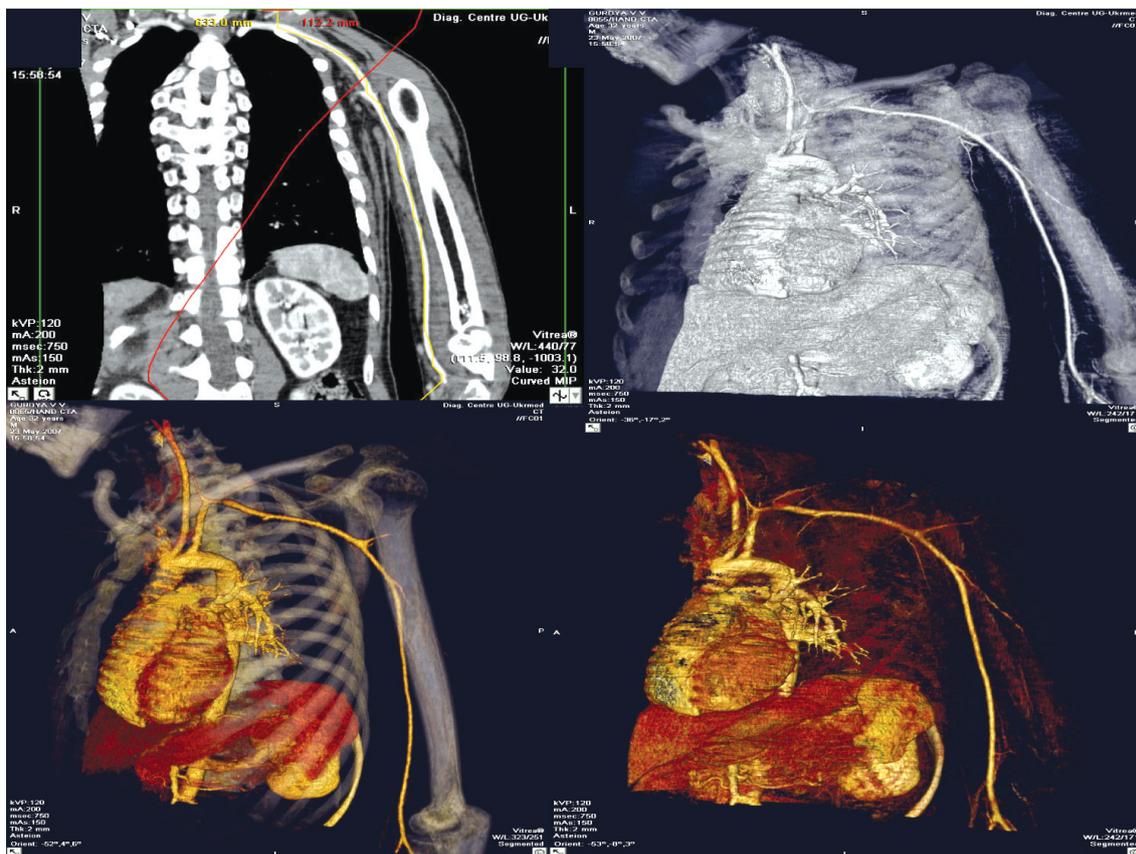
КТ-ангиография верхних конечностей.
